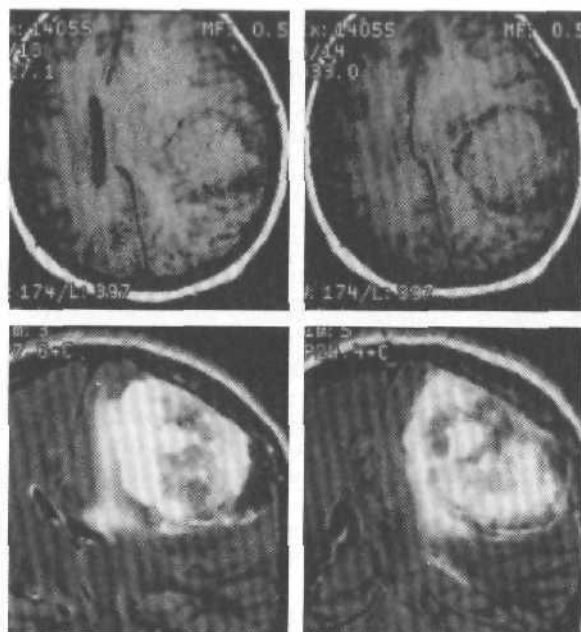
Конвексительная менингиома левой теменной области. МРТ, T_1 -взвешенные изображения, до (вверху) и после (внизу) контрастного усиления.
